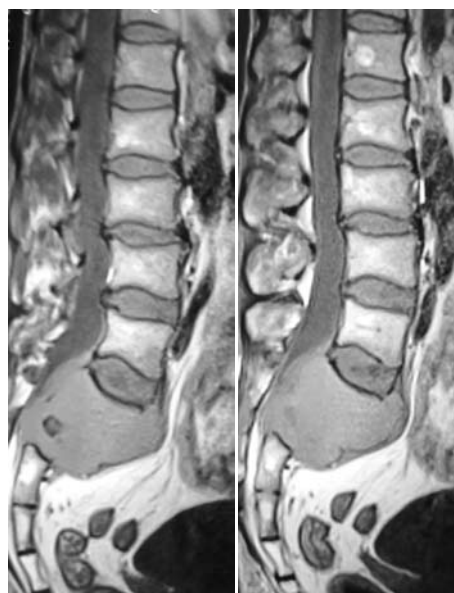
Сагиттальная МРТ. Опухоль поражает S_1-S_{III} позвонки. Эпидуральное и пресакральное распространение опухоли.
